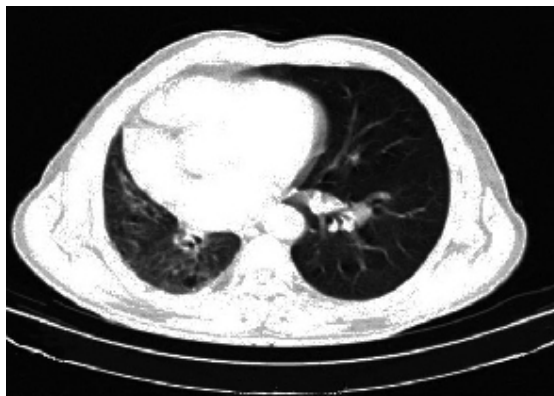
Tomografía simple de tórax.
